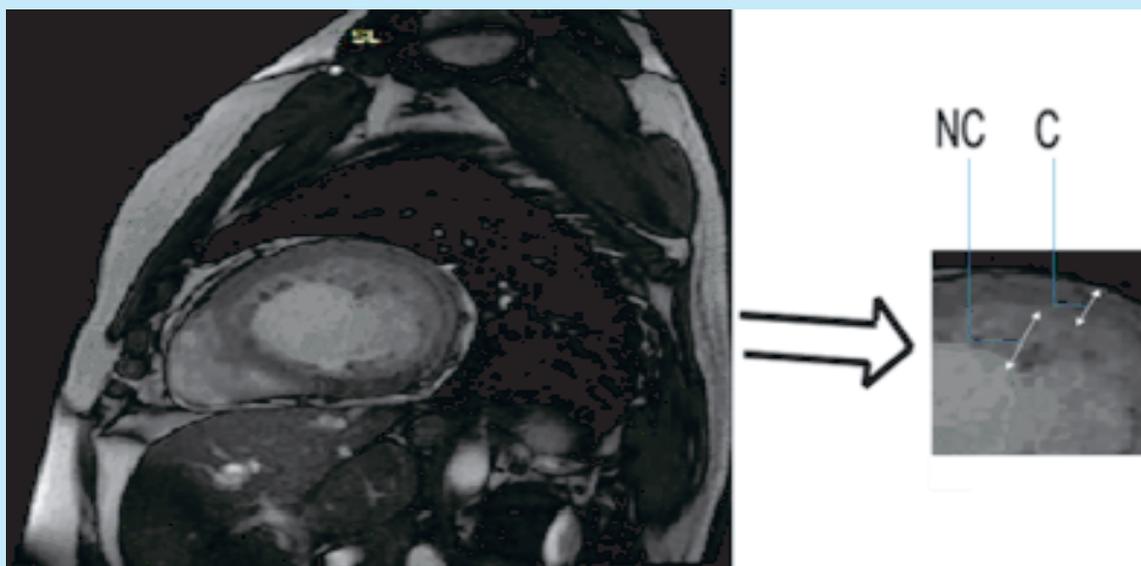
Rapport zone non compactée/zone compactée>2 à l'IRM.
